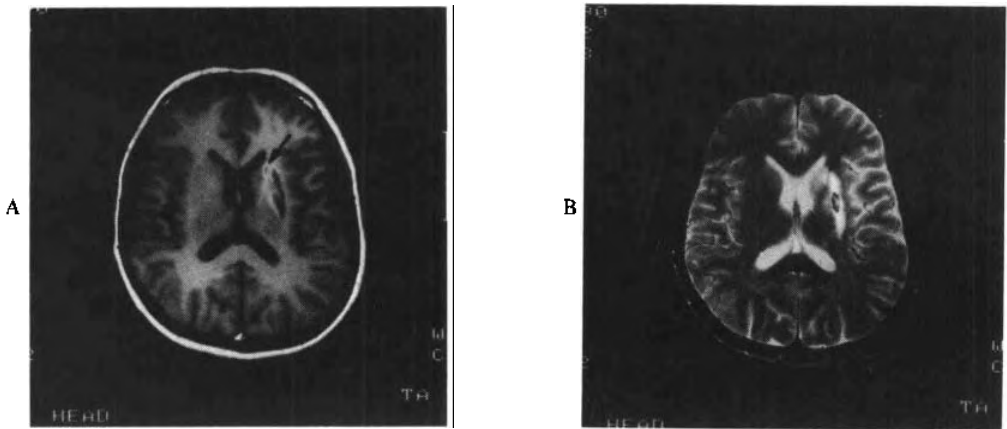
左基底节出血性梗塞、风湿性心脏病患者 MRI
